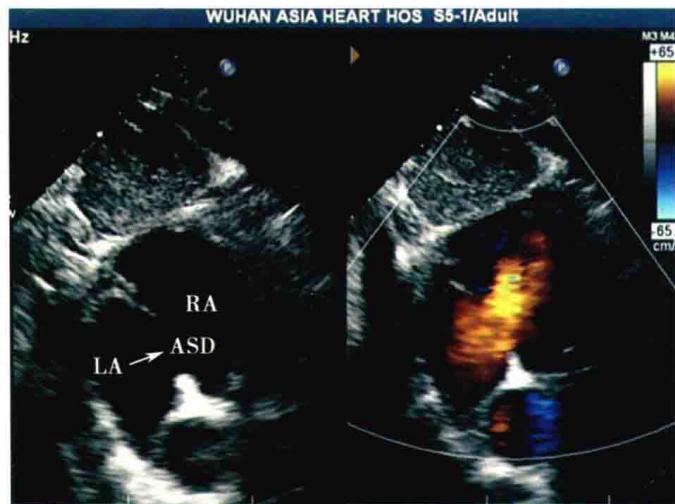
剑下双房切面：二维超声心动图显示房间隔中央部回声连续中断（箭头），彩色多普勒显示房水平左向右分流信号
